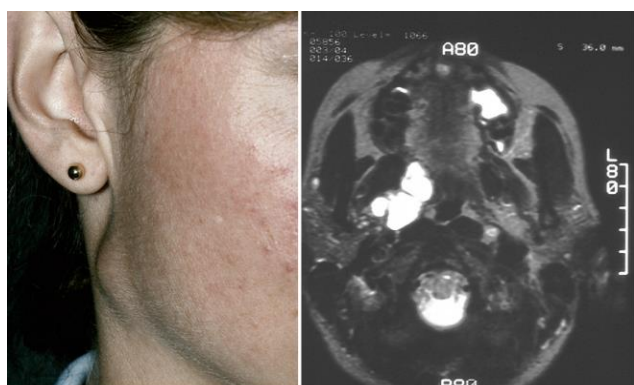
Adenoma pleomorfo; imagen clínica e imagen a través de una resonancia magnética.²
